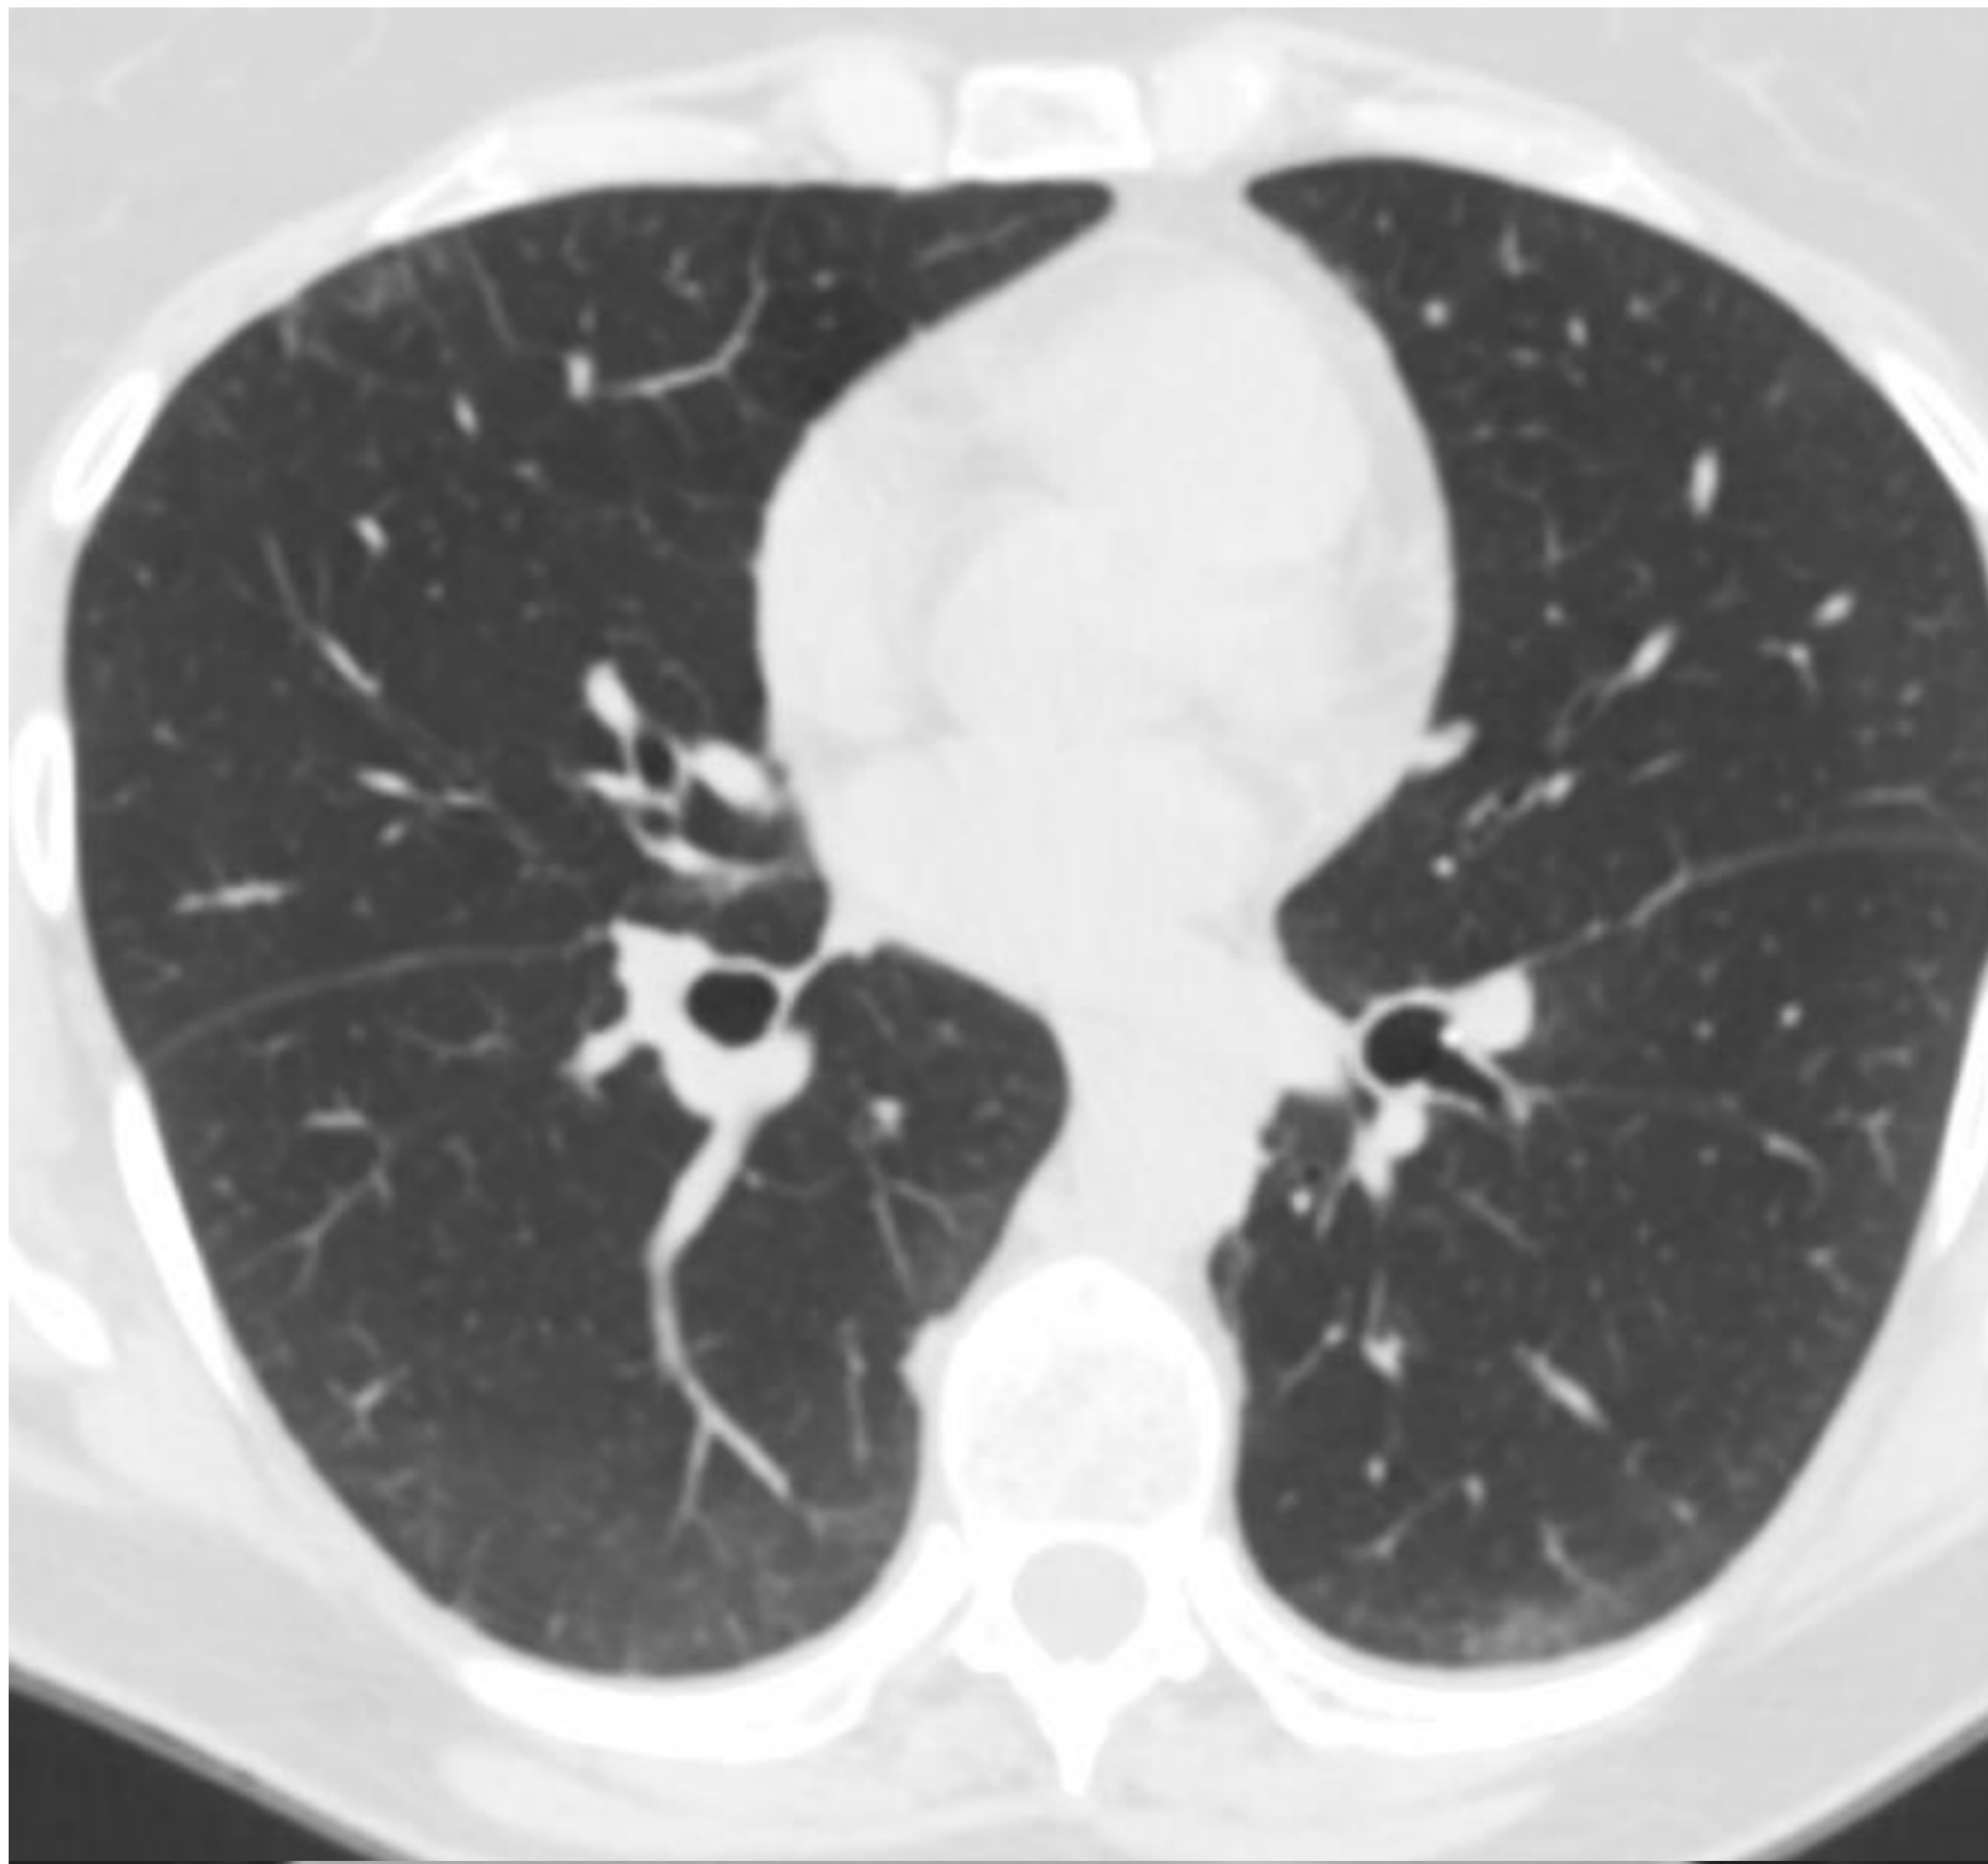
TC en plano axial y coronal. Cortes de craneal a caudal.
